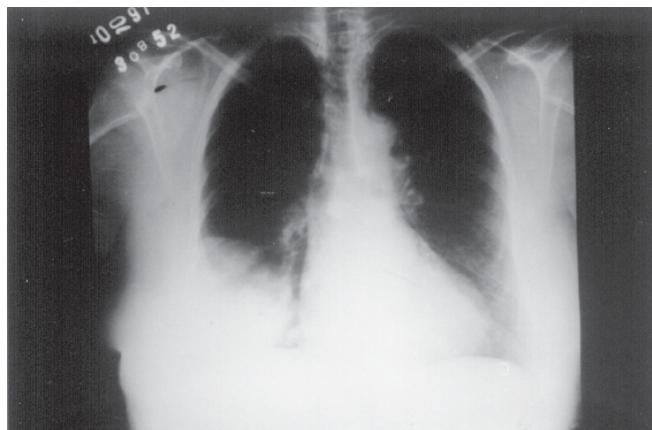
Radiografia de tórax em incidência pósterio-anterior mostrando tumor em lobo inferior direito
